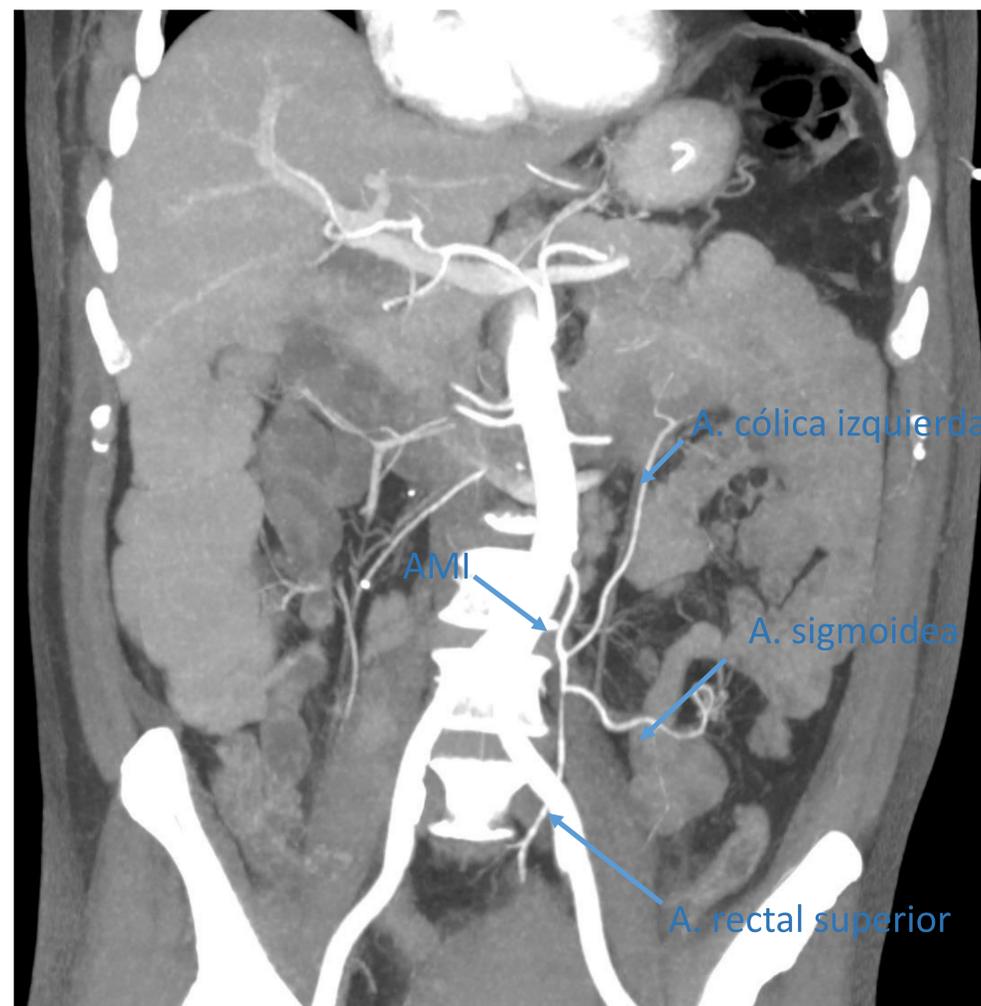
Corte coronal con reconstrucción MIP de TC en fase arterial, en la que vemos la arteria mesentérica inferior (AMS) así como sus ramas principales.
